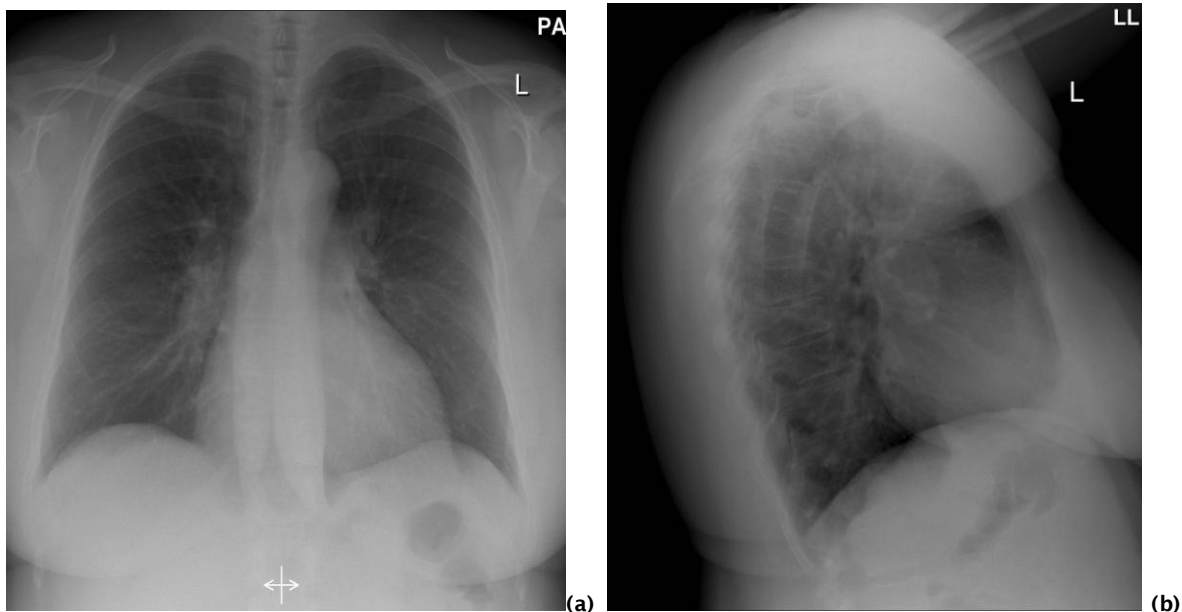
Röntgen Thorax p.a. (a) und seitlich (b) bei Vorhofseptumdefekt (Brambs H.J. 2005a)
